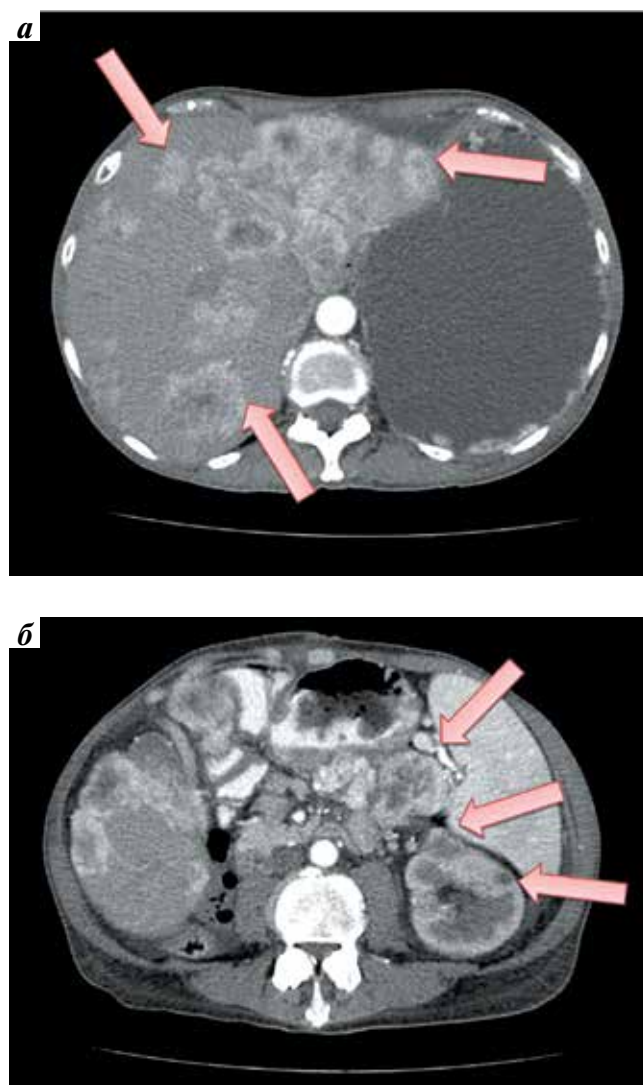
Компьютерная томография больной Б. перед началом таргетной терапии 4-й линии сунитинибом после прогрессирования на фоне терапии сорафенибом: стрелками показаны метастазы в печени (а), единственной левой почке, надпочечнике и поджелудочной железе (б)
